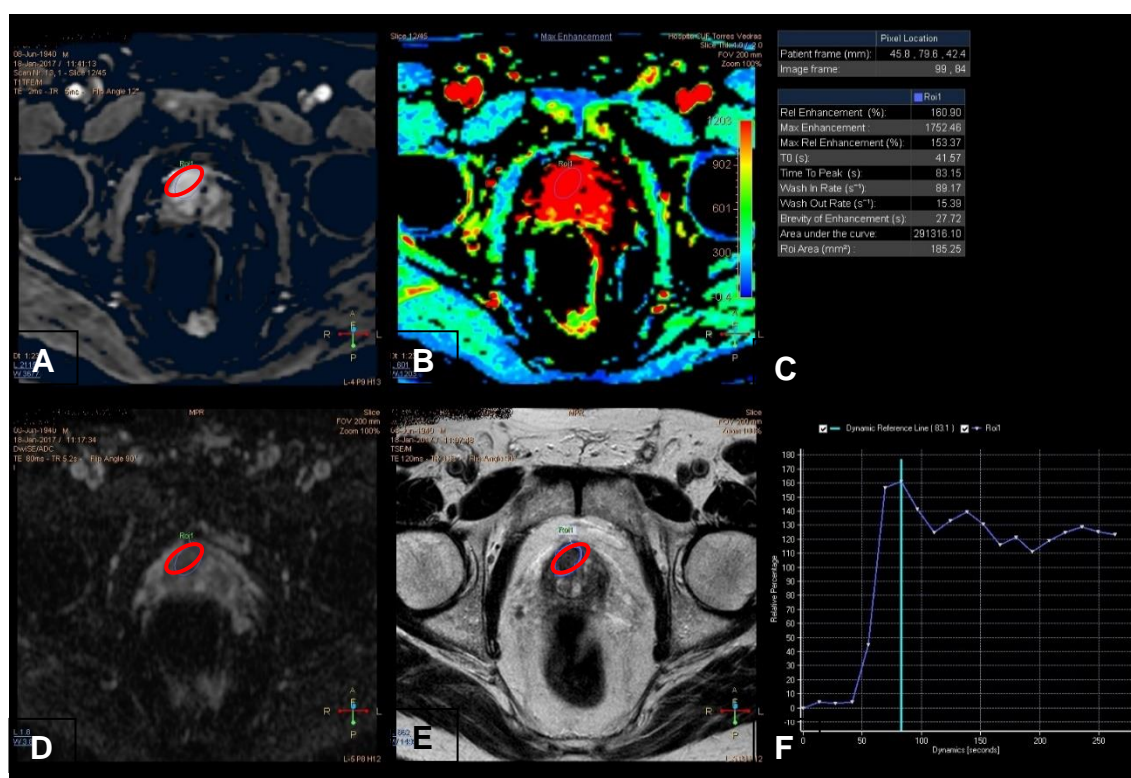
Software MR T1 Perfusion para avaliação da sequência DCE. A: Sequência DCE. B: mapa de cores de Max enhancement. C: Características específicas. D: Sequência DWI. E: Sequência T2W. F: TIC. ROI delineada a vermelho.
